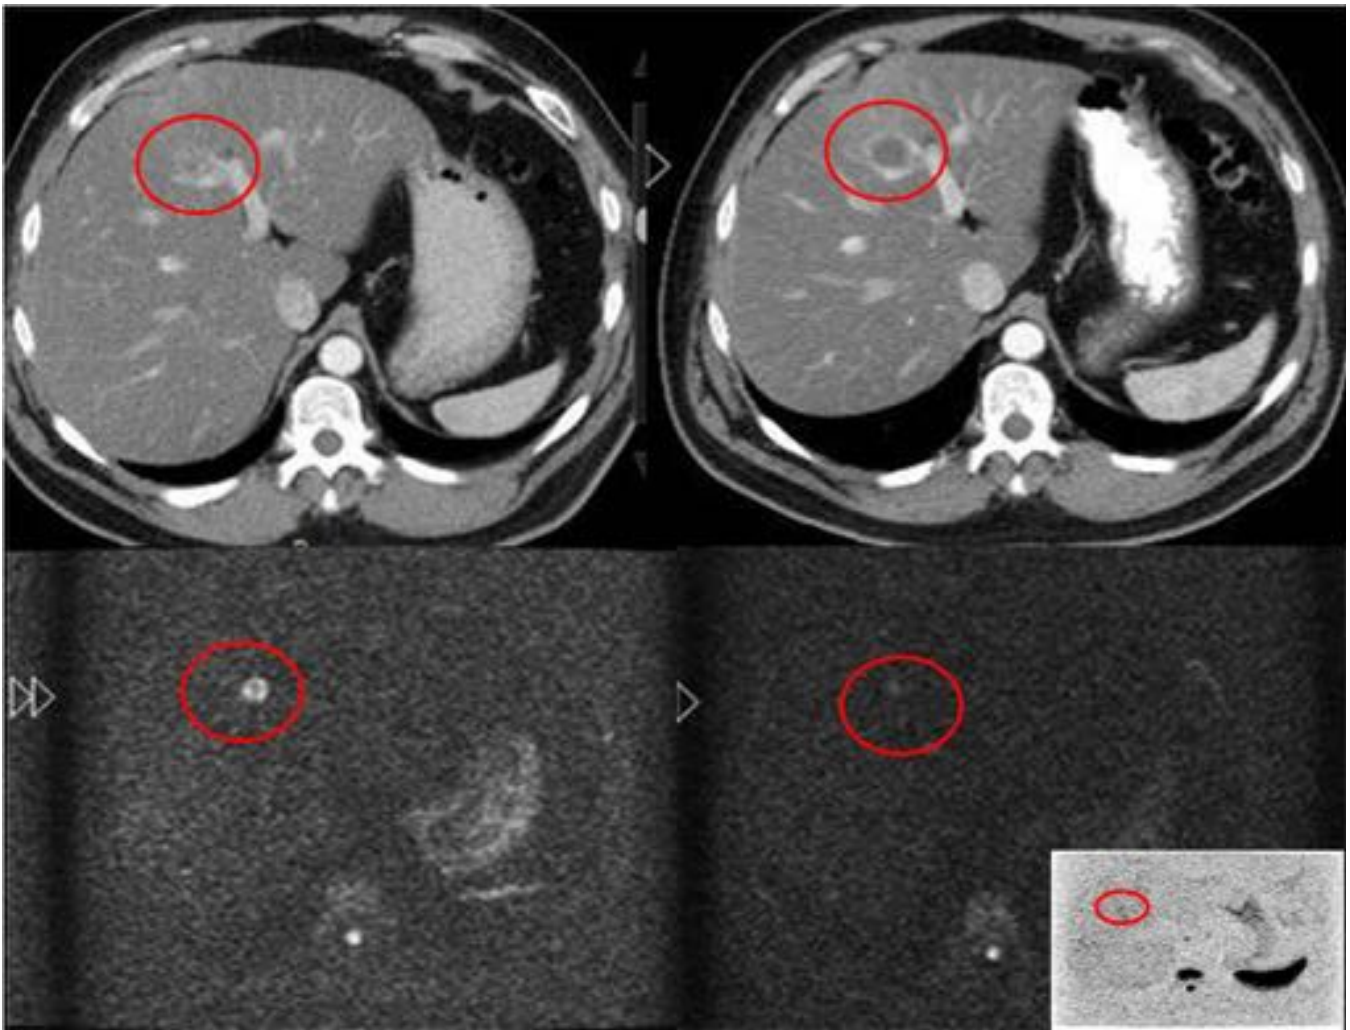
Lesión metastásica hepática en imagen axial de TC (a) y su respectiva imagen en RM en secuencia de DWI(b) con intensa restricción. TC axial (c) con aumento de tamaño de la lesión pero con disminución de la densidad y ausencia de restricción en DWI (d) que indica respuesta parcial al Imatinab.
